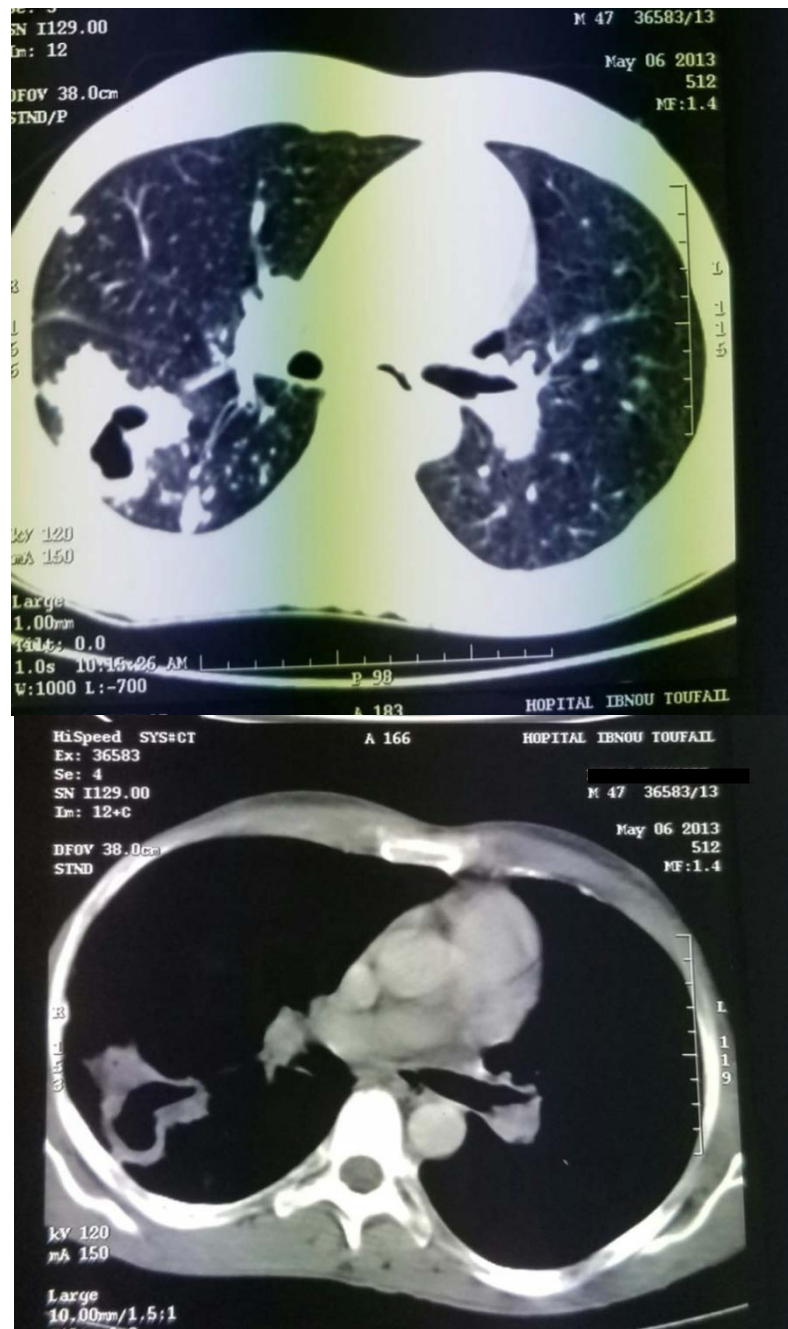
coupes axiales d'une TDM thoracique objectivant des multiples lésions nodulaires excavées et micronodulaires bronchiques.
